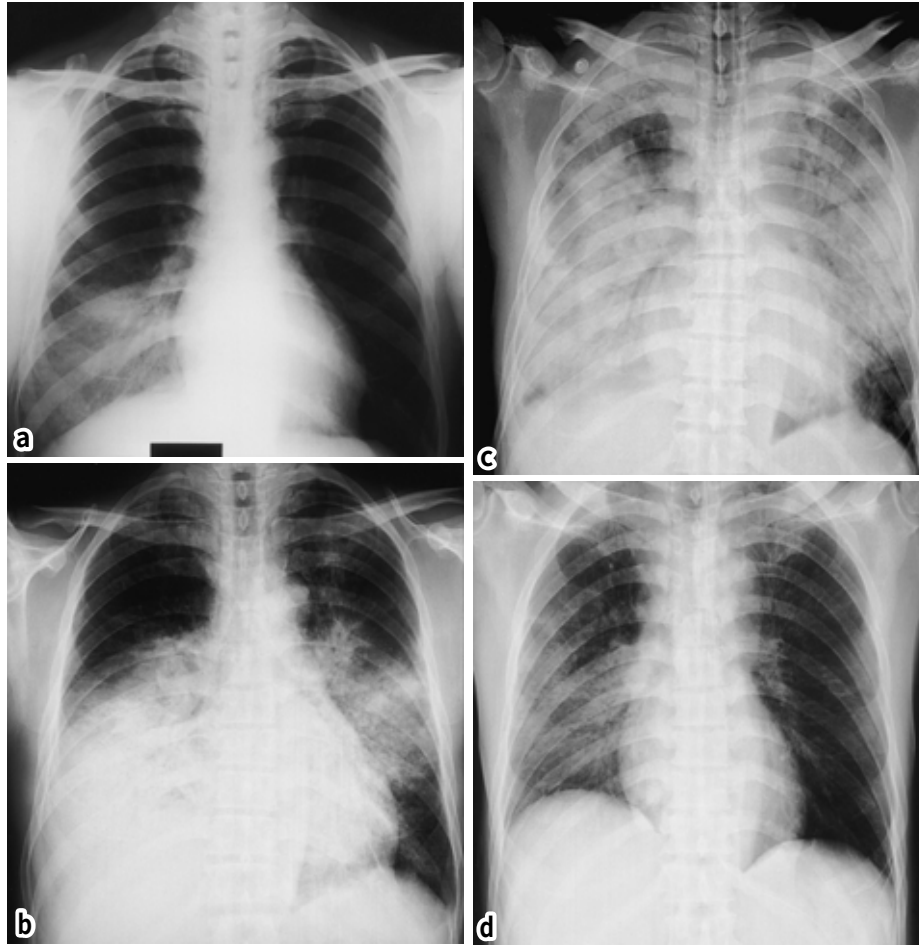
(a) Chest radiograph on admission to the previous hospital, showing right lower lobe infiltration shadow
